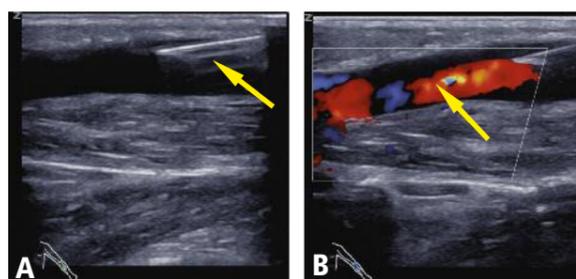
Sonografisch gesteuerte Shuntpunktion postoperativ mit Darstellung der Shuntnadel in der Fistelvene (A, Pfeil) und des Blutflusses aus der Shuntnadel (B, Pfeil).
